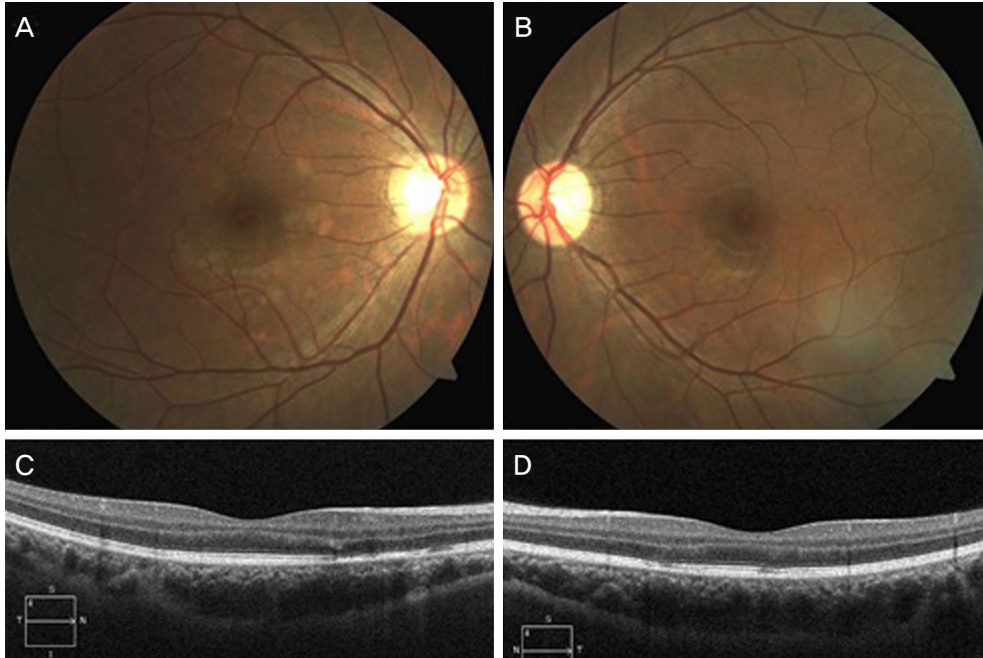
Fundus photographs and optical coherence tomography after 5 weeks. Mild pigmentary change is observed on the macula of the right eye (A), and multiple placoid lesions disappear (B). The disruptions of the retinal pigment epithelium and inner/outer segment junction are partially recovered in the right (C) and left (D) eyes.
